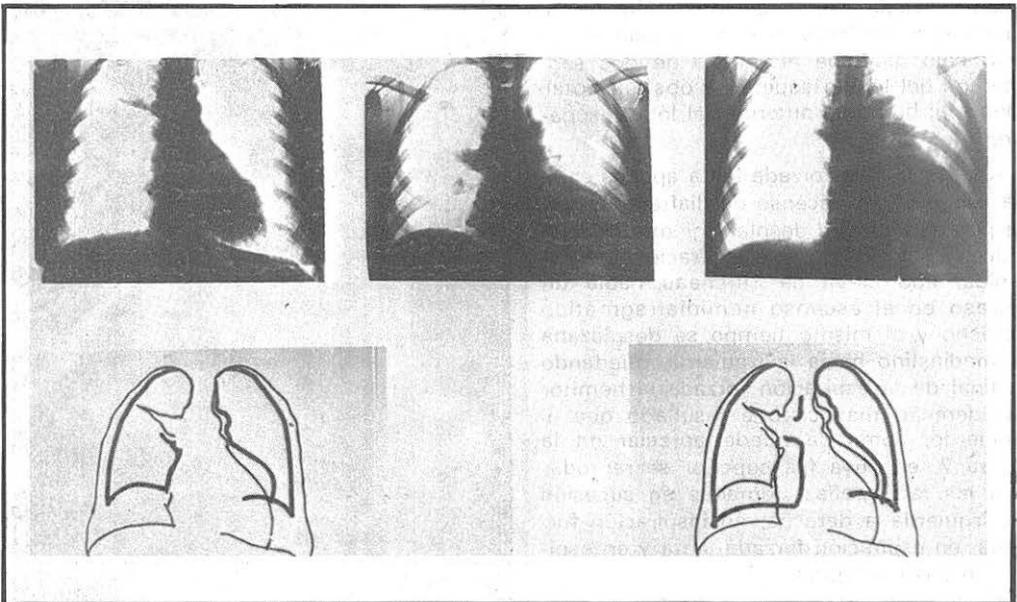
Perteneciente al caso 3. En la parte superior, de izquierda a derecha, radiografías obtenidas en inspiración forzada, en espiración forzada lenta y en espiración forzada rápida. En la parte inferior, a la izquierda, calco de las dos primeras, y a la derecha calco de las tres, con trazo grueso para la de espiración forzada rápida. (Véase texto.)
